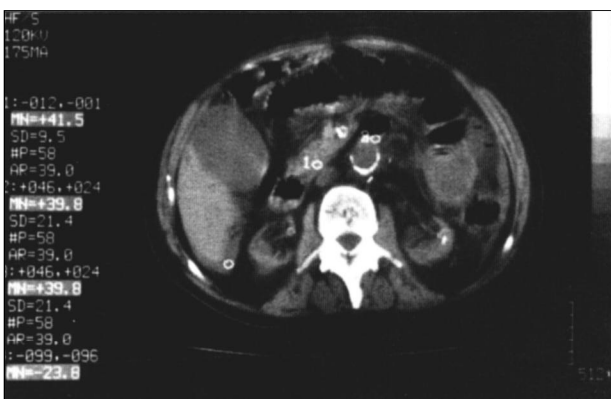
TAC sin contraste. Ausencia de plano de clivaje entre la zona yuxtaanastomótica de la aorta abdominal y la 3.ª porción duodenal.
